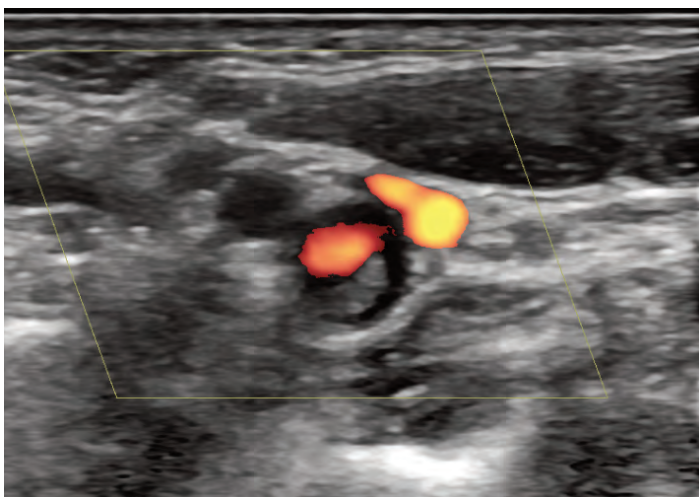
Ecografía Doppler de la ACI izquierda donde se aprecia ocupación parcial de la luz del vaso por el web carotídeo.
